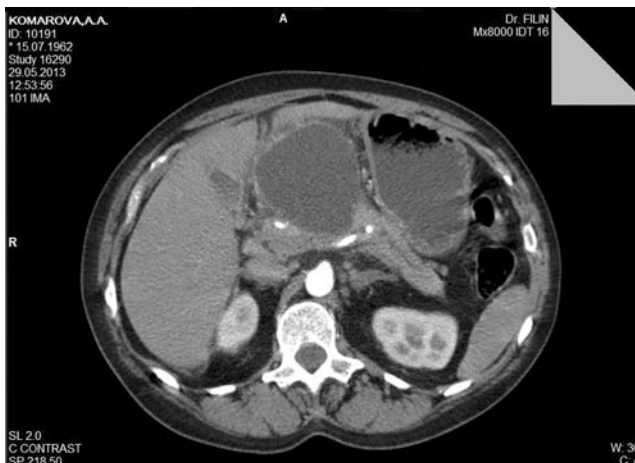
Комп'ютерна томографія. ППК головки і тіла ПЗ.
